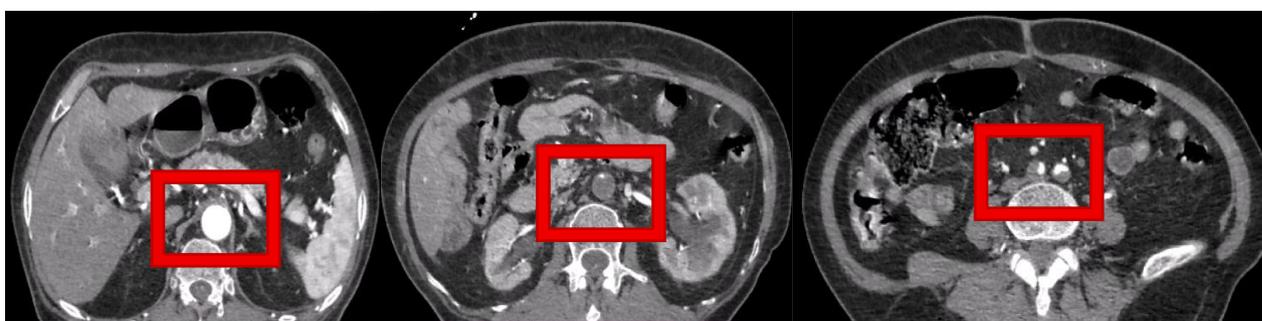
La CTA indica una oclusión de aorta abdominal desde la porción infrarrenal, sin pasaje de contraste hasta distal.
